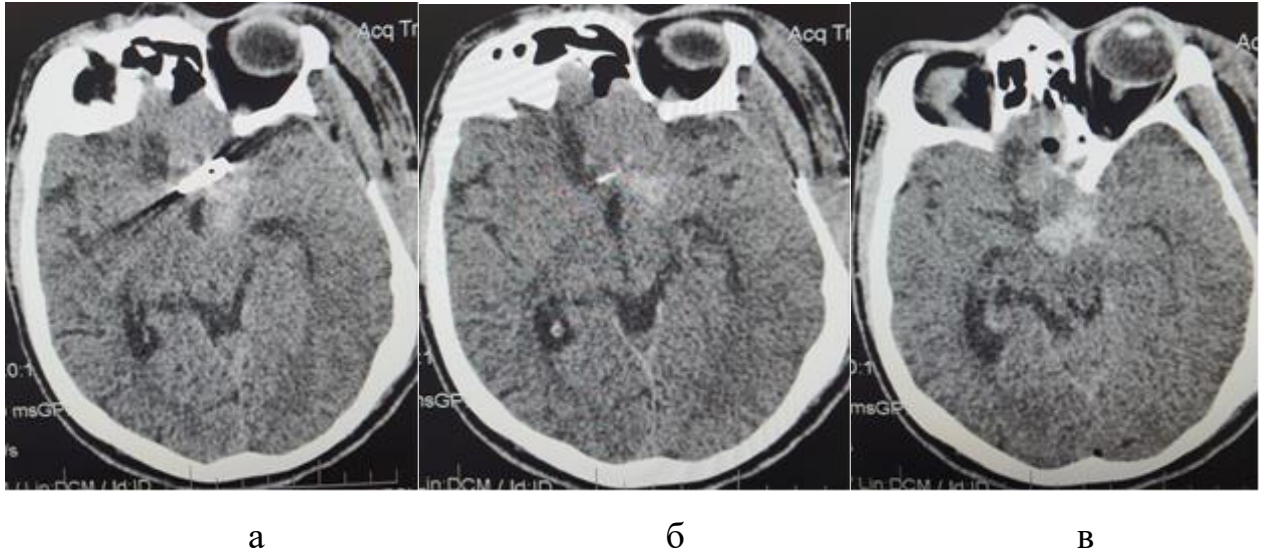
Післяопераційне СКТ хворого Г. Аксіальна проекція, мозкове вікно; а – кліпс у базальних відділах, б, в - гіподенсивні вогнища з геморагічним просякненням, лівої скроневої, правої лобової часток.
